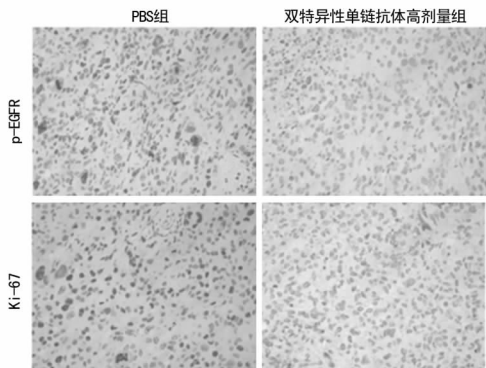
免疫组织化学法检测 BT474 裸鼠皮下移植瘤组织中 p-EGFR 及细胞增殖指标 Ki-67 的表达
